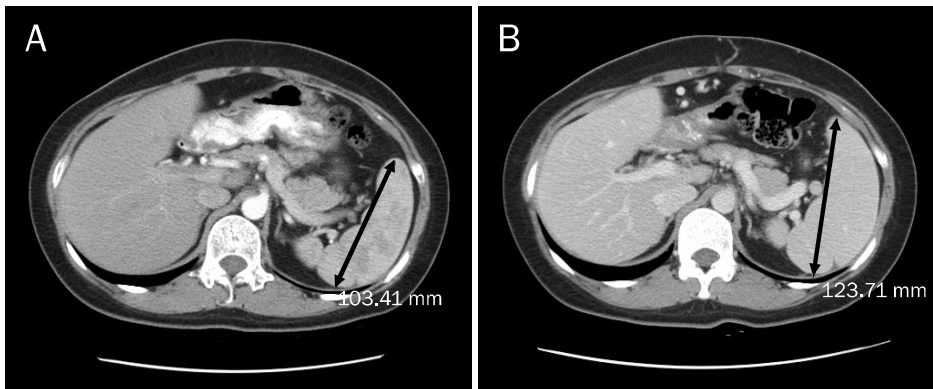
Abdominal computed tomographic finding of spleen. (A) Before operation and chemotherapy, the maximal spleen diameter was 103.41 mm. (B) After operation and chemotherapy (6 months after last chemotherapy), the maximal spleen diameter was 123.71 mm.
